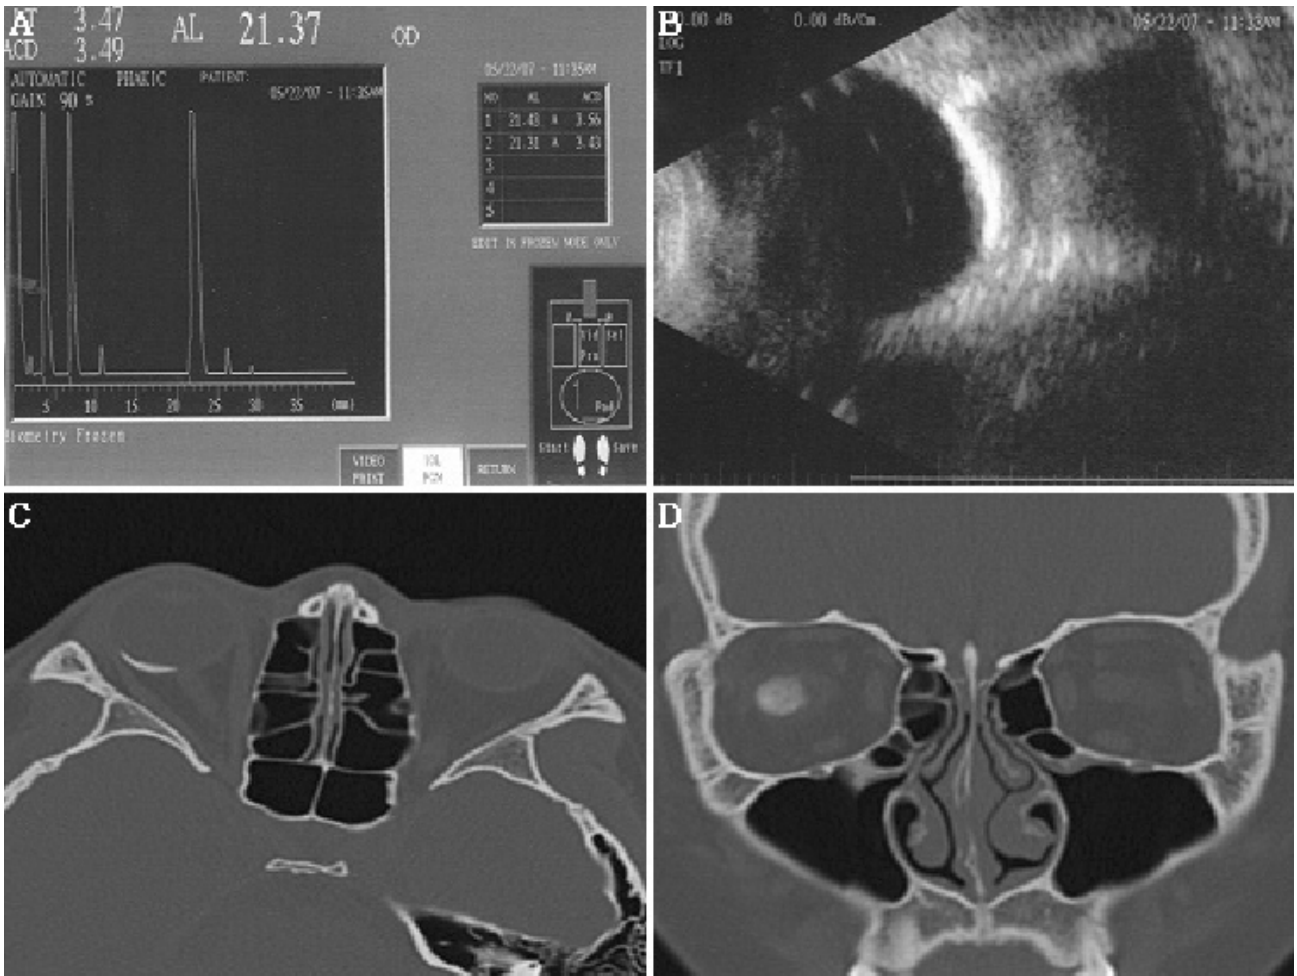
(A) A-scan ultrasonography demonstrates the high-intensity echo spike corresponding to the anterior surface of choroidal osteoma. (B) B-scan ultrasonography demonstrates the slightly elevated, highly reflective choroidal mass and posterior acoustic shadowing. (C), (D) Computed tomography shows dense choroidal lesion having the density of normal bone.
